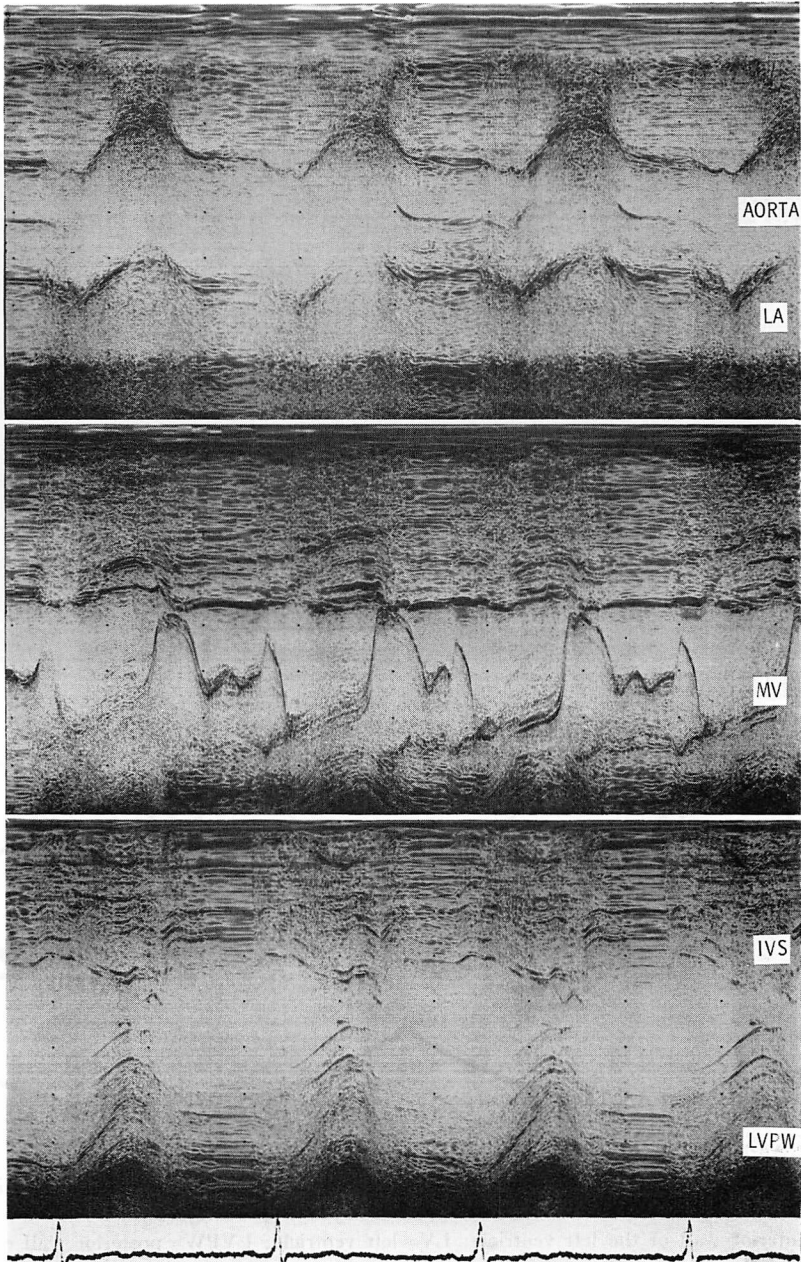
M-mode echocardiograms.
